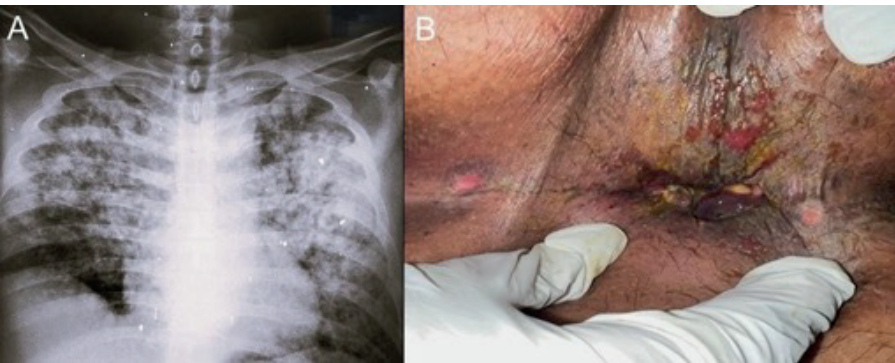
Tuberculosis anal con tuberculosis pulmonar activa concomitante en paciente HIV positivo. A. Radiografía de tórax que muestra opacidades bilaterales parcheadas predominantemente en campos superiores, compatibles con tuberculosis pulmonar. B. Imagen de la región perianal en la que se observan múltiples orificios fistulosos y ulceraciones superficiales. La prueba Xpert MTB/RIF en material de supuración perianal fue positiva para *Mycobacterium tuberculosis*.
